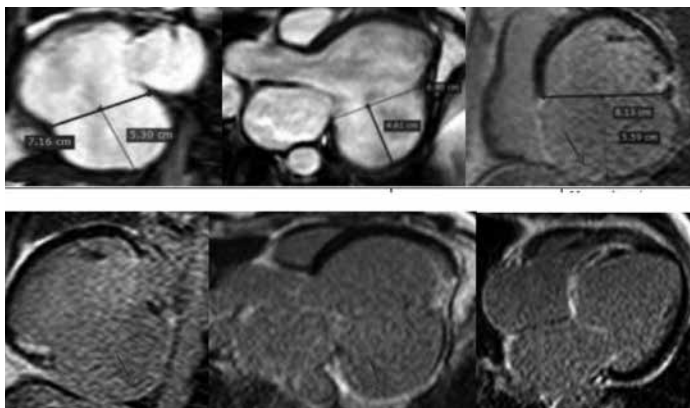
МРТ пацієнта Ю., 57 років, 15/04/2023 р. (МРТ-ознаки перенесених Q-інфарктів в басейні RCA, CX. Хибна задньо-базальна (дифузна) аневризма лівого шлуночка; нежиттєздатний міокард – задня та нижня стінки ЛШ, задні відділи МШП (7 сегментів ЛШ), трансмуральні рубцеві зміни).
